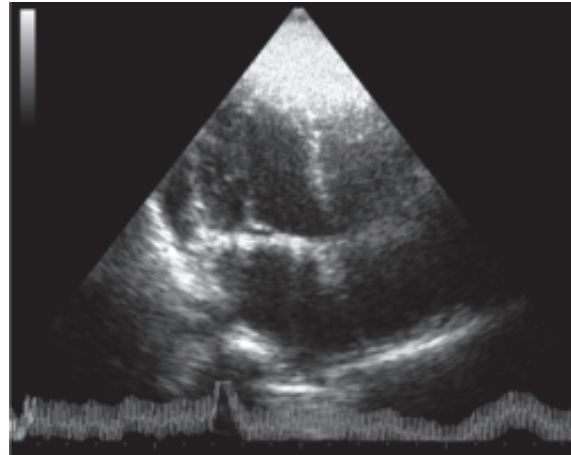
Ecocardiograma transtorácico realizado dos meses después de la resección del mixoma auricular izquierdo, donde se evidencia cavidad auricular izquierda libre.
